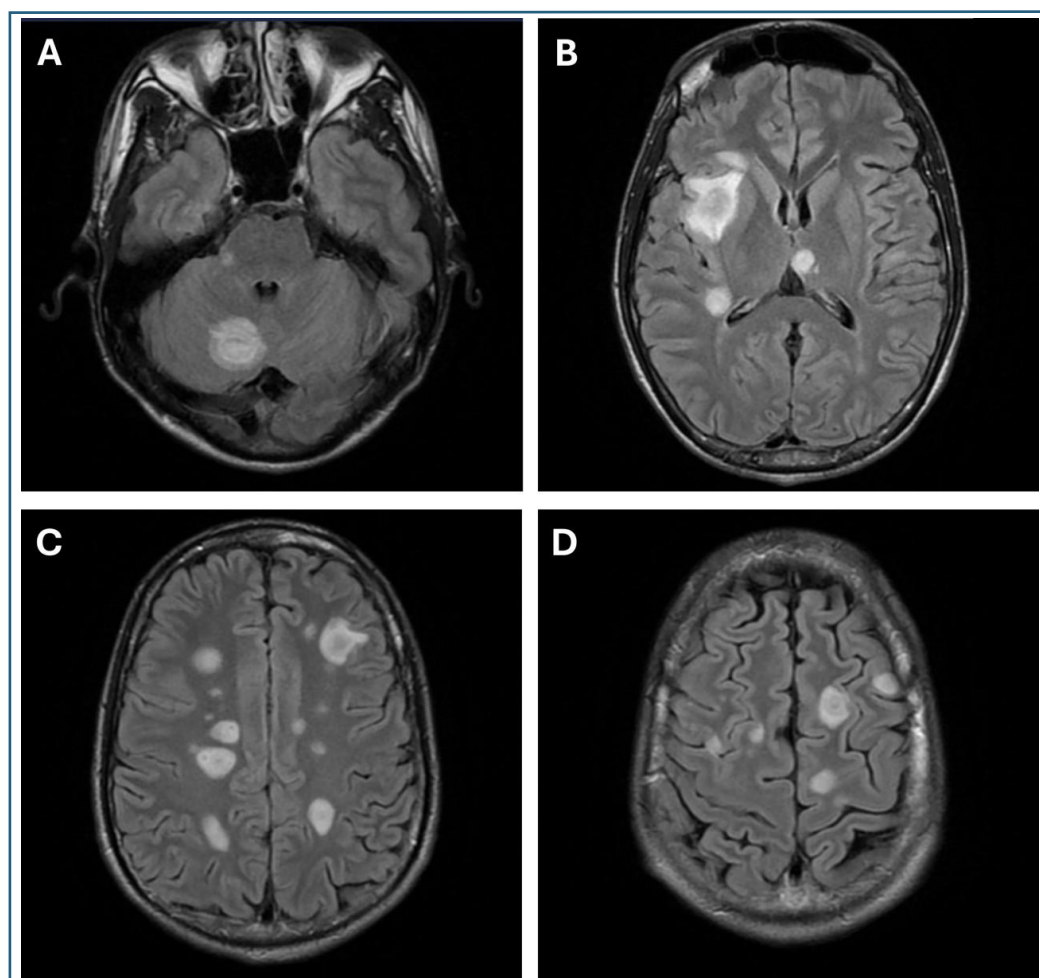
Magnetic resonance of the skull showing multiple intraparenchymal nodular lesions (A-D), compatible with an inflammation/infection.
